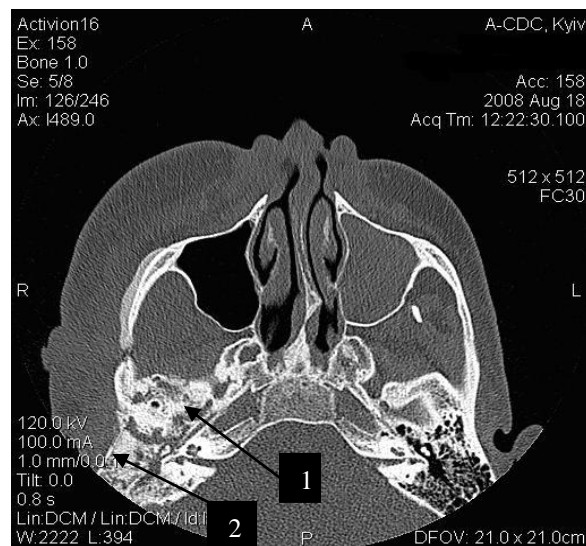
КТ хворого З., 30 років з дифузним остеомієлітом кісток обличчя (1- деструкція та остеосклероз правої скроневої кістки; 2 – явище гіперостозу).
